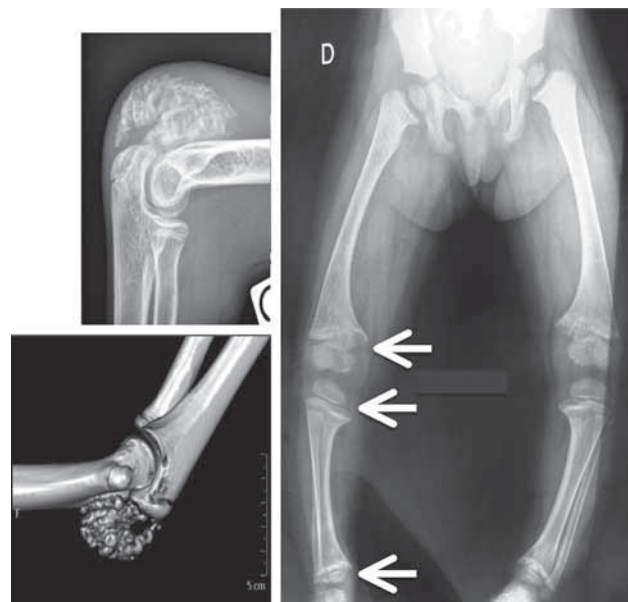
A- Images radiologiques et reconstruction en 3D d'une calcification ectopique chez un patient atteint de calcinose tumorale. B- Radiographies des membres inférieurs chez une patiente atteinte de RH avec mutation de *PHEX* et taux élevé de FGF23.
